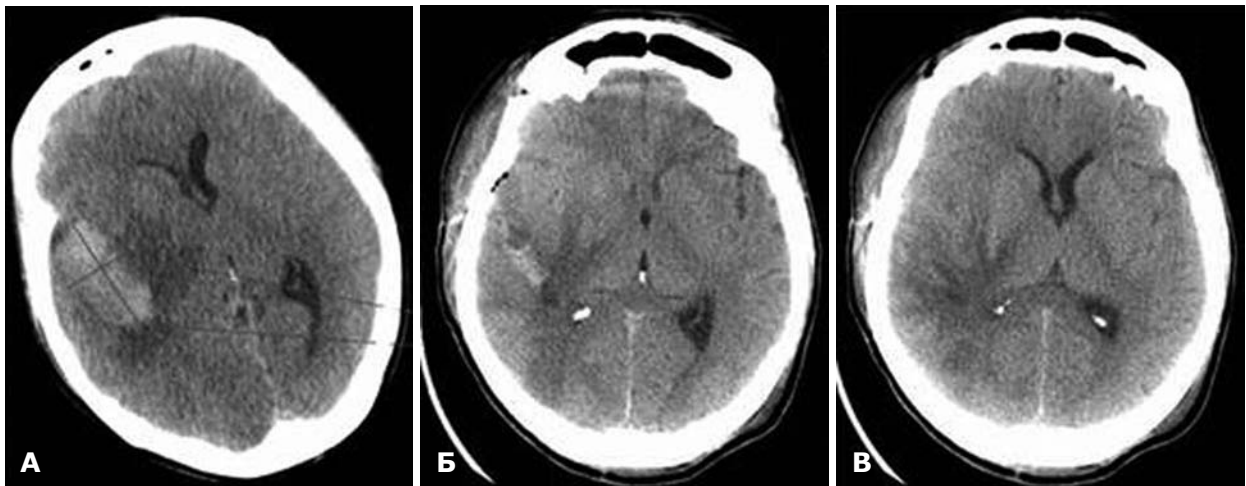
КТ. НВМГ до (А) и после (Б, В) операции с использованием паратранссильвиевого доступа.
